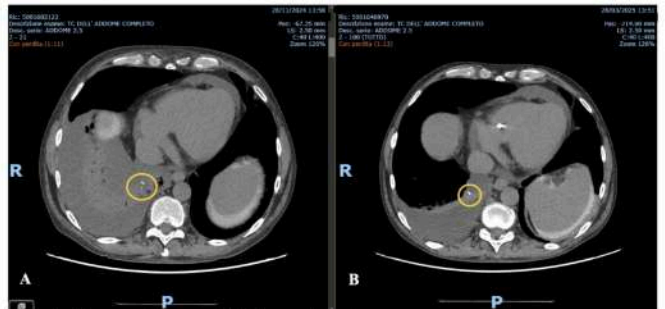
TC torace-addome con MdC intraperitoneale
